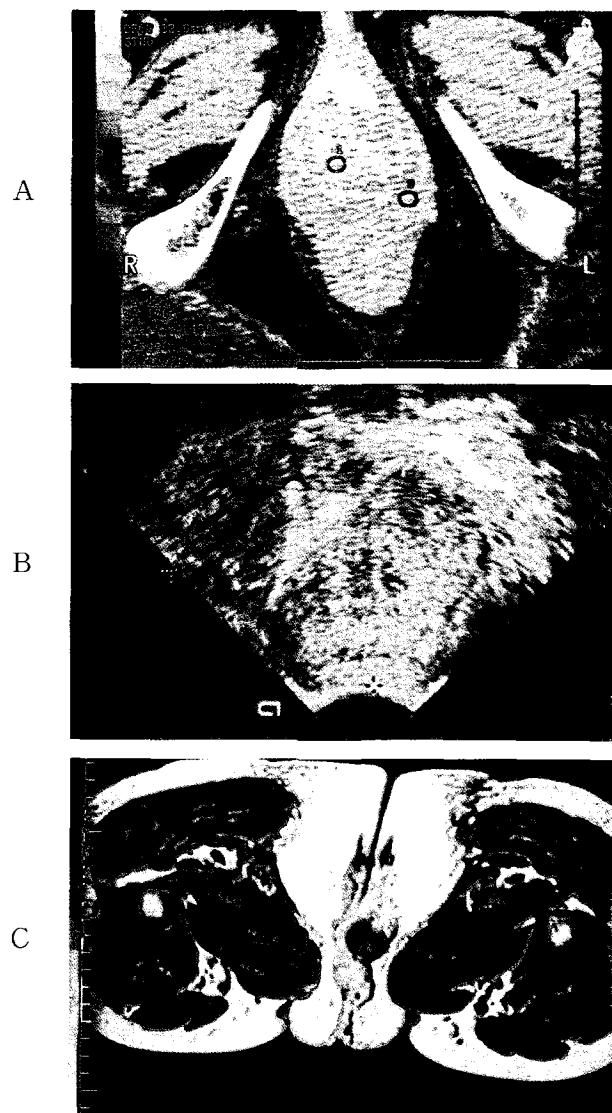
A. Contrast enhanced pelvic CT image of leiomyoma showing slightly enhance homogenous solid mass lesion. B. Longitudinal ultrasonographic image of homogenous solid 4x3x3 cm urethral leiomyoma inferior to bladder and urethra. C. Longitudinal transperineal image of relatively homogenous solid 4x4x3 cm urethral leiomyoma inferior to bladder and urethra.
